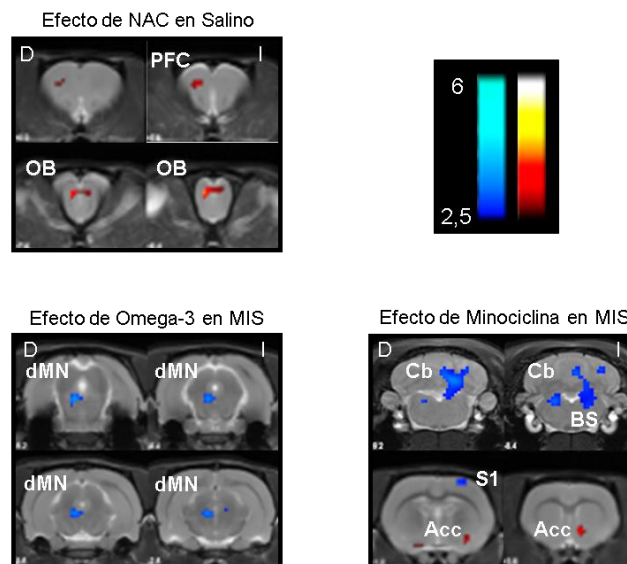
La figura muestra los cambios más destacados en el metabolismo de glucosa derivados del tratamiento con NAC, Omega-3 y minociclina. Concretamente, se muestra el efecto de la NAC en los animales Salino, así como el de los Omega-3 y la minociclina en los animales del modelo MIS. Las imágenes PET se representan sobre una imagen de resonancia magnética para facilitar la localización de los cambios y muestran el incremento (rojo) o la disminución (azul) de la captación de glucosa a consecuencia de los distintos tratamientos. Las barras de colores representan los valores de T. Abreviaturas.: Acc: núcleo accumbens, BS: tronco cerebral, Cb: cerebelo, D: derecha, dMN: núcleo mesencefálico profundo, I: izquierda, OB: bulbo olfatorio, PFC: corteza prefrontal, S1: corteza somatosensorial primaria.
